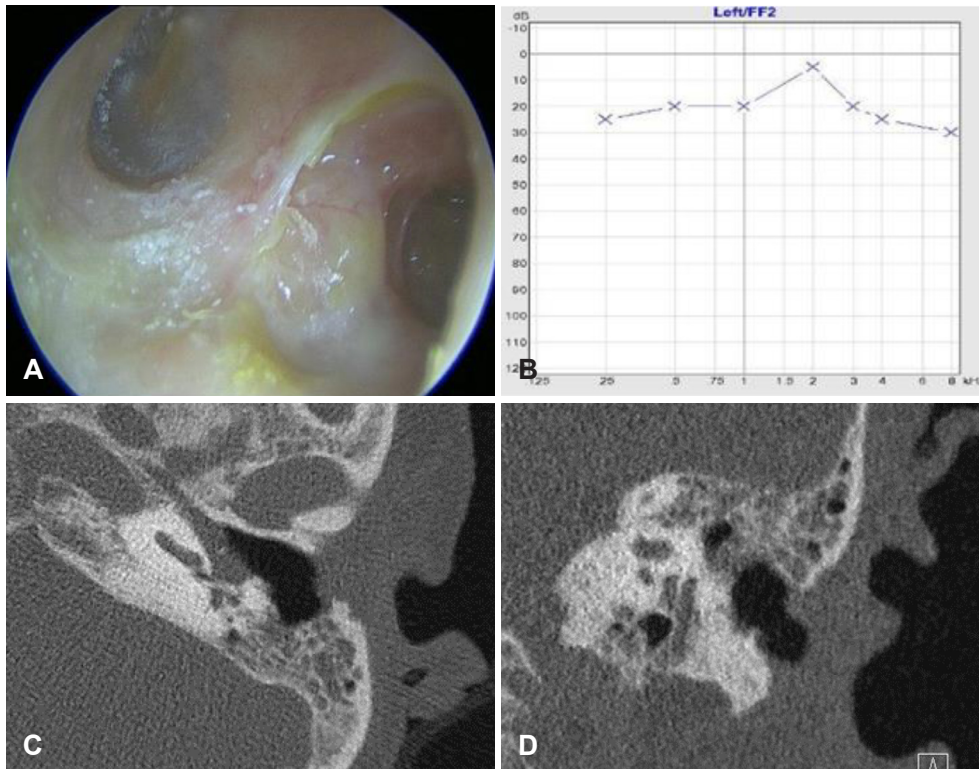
Pre-operative findings of the patient. A and B: Transcanal endoscopic view in 40 months later shows discharge from the defect at posterior wall of left bony external auditory canal (bEAC) (A) with preserved hearing (B). C and D: Follow-up CT of the left temporal bone reveals sustained the defect with haziness of mastoid cavity.
